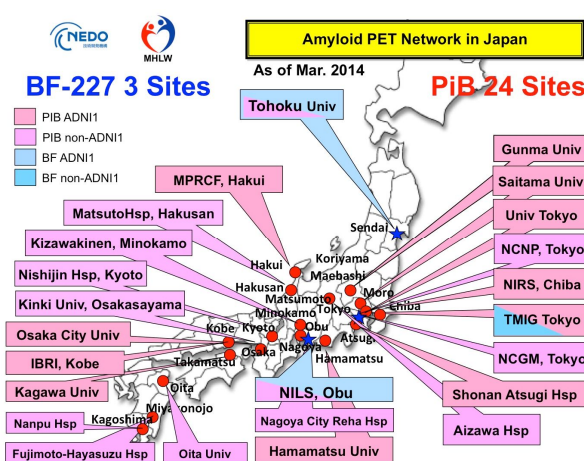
わが国におけるアミロイド PET 実施施設
